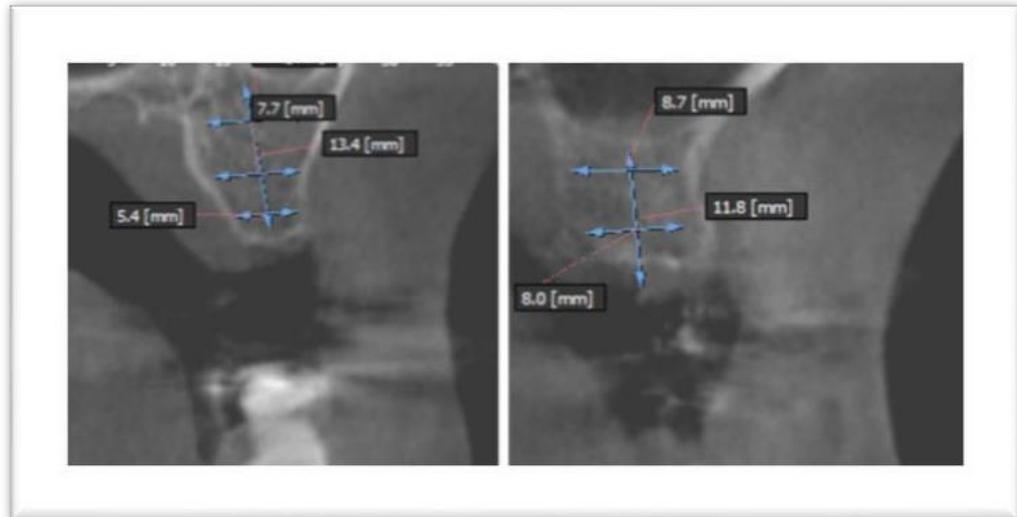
TAC Pieza 16, TAC pieza 27
